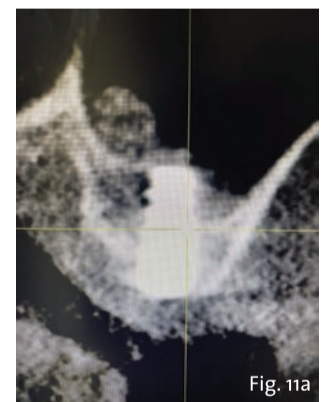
CBCT post operatoria che evidenzia l'incremento di osso.
